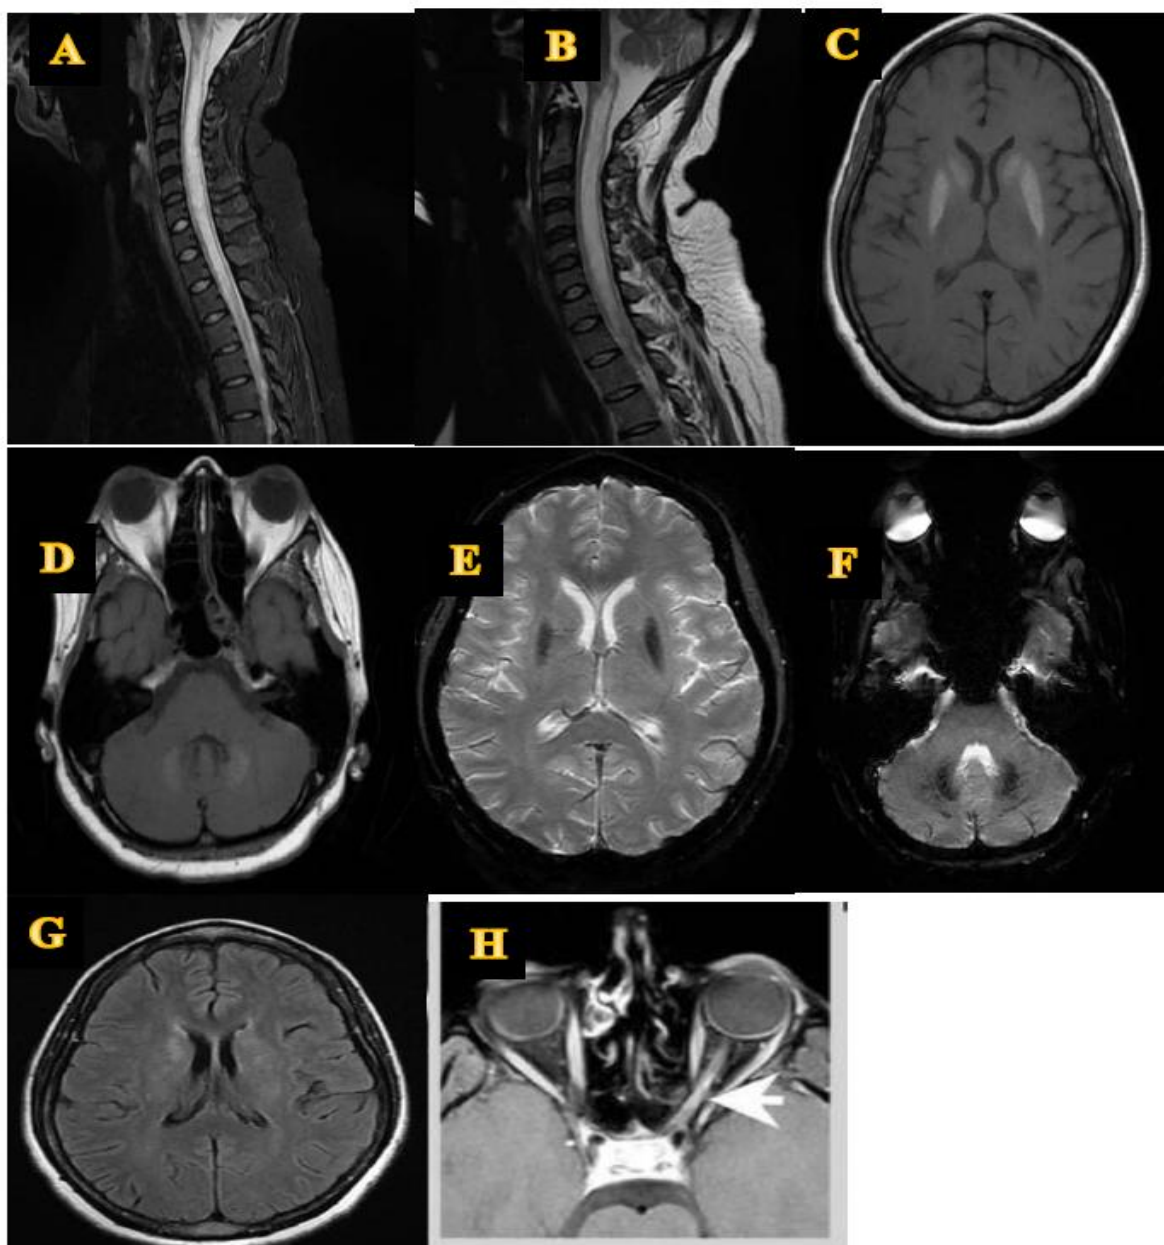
IRM Médullaire (A et B) en séquence echo de spin, cérébrale (C, D et G) en séquence echo de spin et en séquence echo de gradient (E et F) et Orbitaire en séquence echo de spin (H) de Mme EAN. Hyper signal intra médullaire à l'étage cervical sur les coupes sagittales pondérées en STIR (A) et en T2 (B), avec une moelle cervicale œdématisée. A l'étage encéphalique, on note des anomalies de signal à type de franc hyper signaux homogènes, bilatéraux et symétriques sur les coupes axiales pondérées en T1 (A et D) au niveau des noyaux caudés, des putamens et des noyaux dentelés du cervelet, apparaissent en hypo signal sur les coupes correspondantes pondérées en T2* (E et F), suggérant des calcifications striato-pallido-dentelées bilatérales. Hyper signal du nerf optique gauche étendu longitudinalement sur plus de la moitié de sa partie retro-orbitaire sur la coupe axiale pondéré en T2 de l'IRM orbitaire (H)
